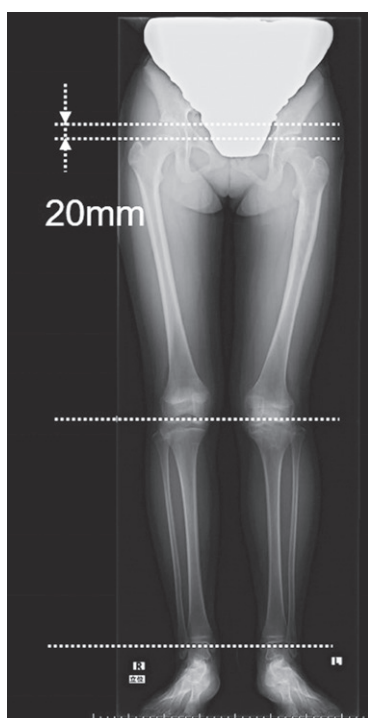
受傷後29か月目立位単純X線全下肢正面像
